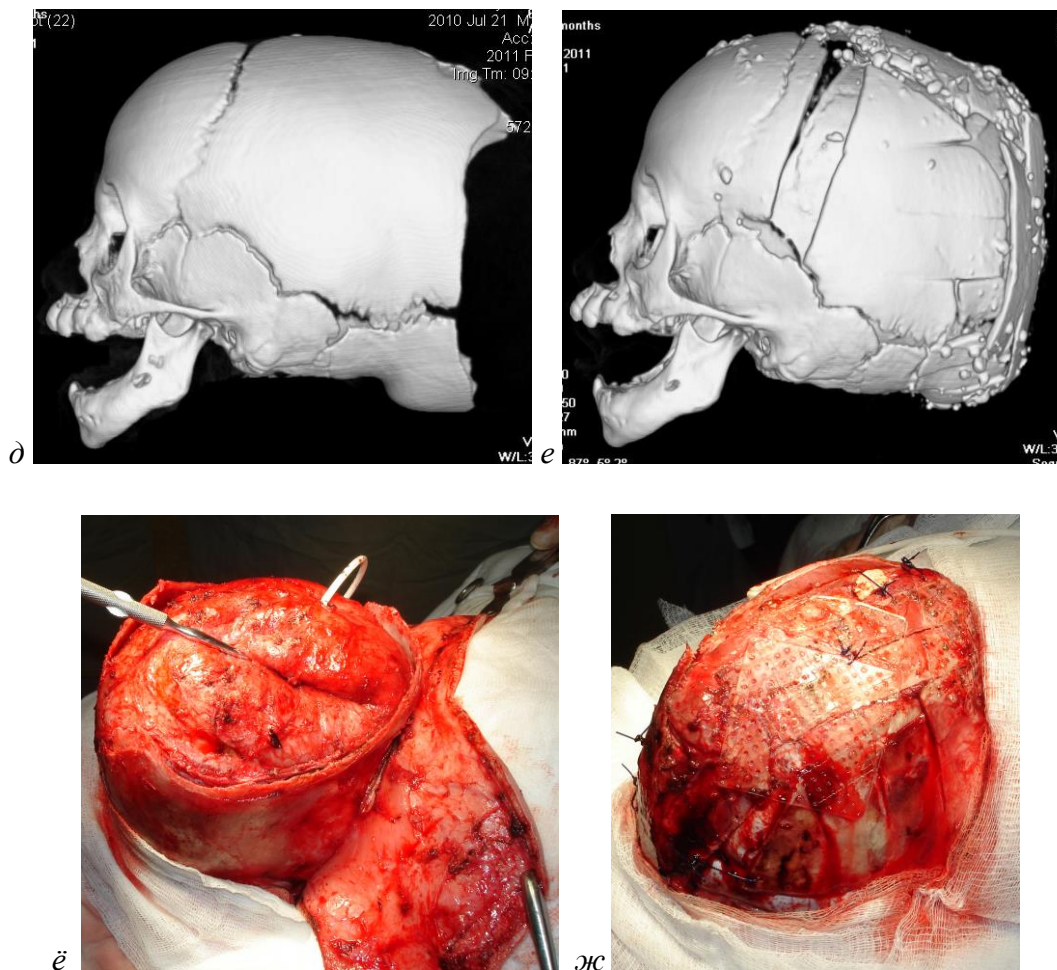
Пациент М. 6 мес. с гигантской врождённой затылочной черепно-мозговой грыжей. Фотографии до (а) и после (б) операции. КТ в аксиальной реконструкции до (в) и после (г) операции. КТЗД черепа до (д) и после (е) операции. Интраоперационный фотографии до (ё) и после (ж) устранения гигантского грыжевого дефекта черепа костными аутотрансплантатами со свода черепа.
